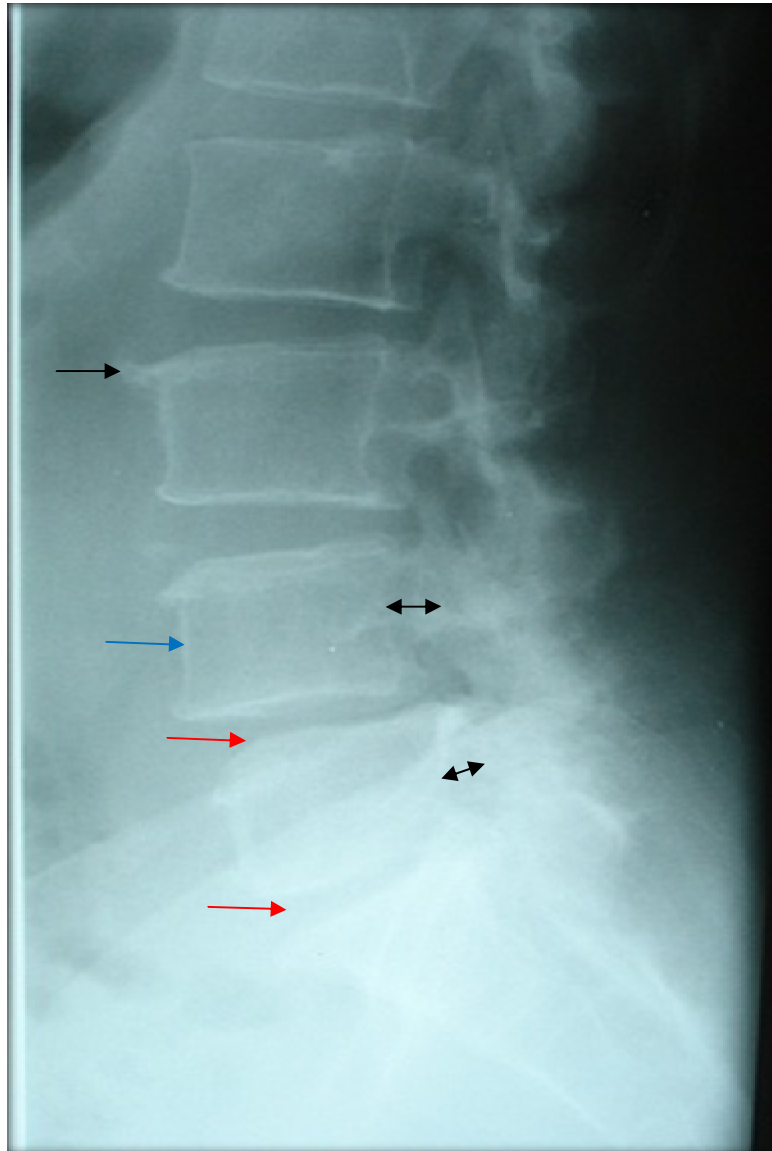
Radiographie standard du rachis lombaire de profil montrant un spondylolisthésis L4-L5 grade I (flèche bleue), une ostéophytose antérieure étagée (flèche noire) , une brièveté pédiculaire (double flèche noire) et un pincement discal en L4-L5 et en L5-S1(flèche rouge).
